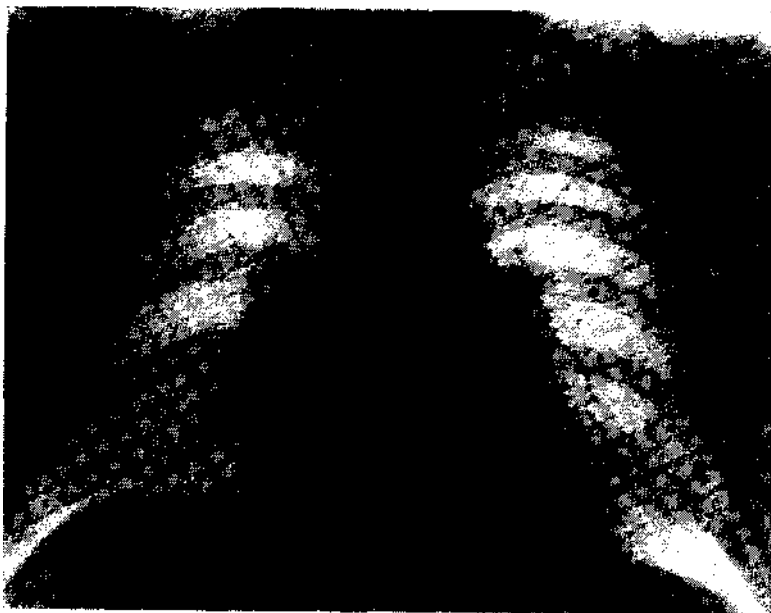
Рентгенограмма больного Ч.
